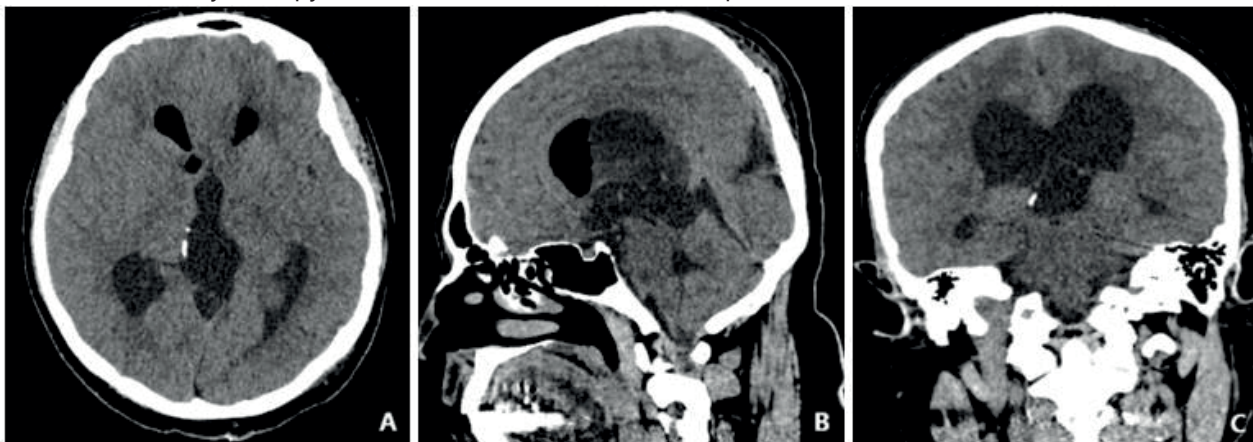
Контрольное КТ головного мозга после операции в аксиальном (А), сагиттальном (В), фронтальном (С) срезах, в пинеальной области визуализируется кистозная полость с частично кальцинированной стенкой справа. В передних рогах боковых желудочков, определяется воздух, опухоль удалена субтотально
